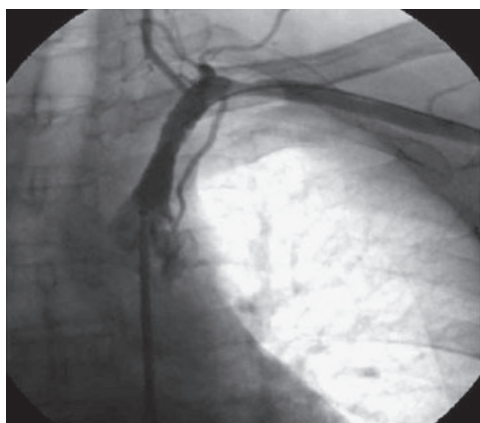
Рентгеноконтрастна ангіографія хворого С. через 12 місяців після стентування лівої підключичної артерії. Заповнення підключичної артерії та її дистального русла задовільне
